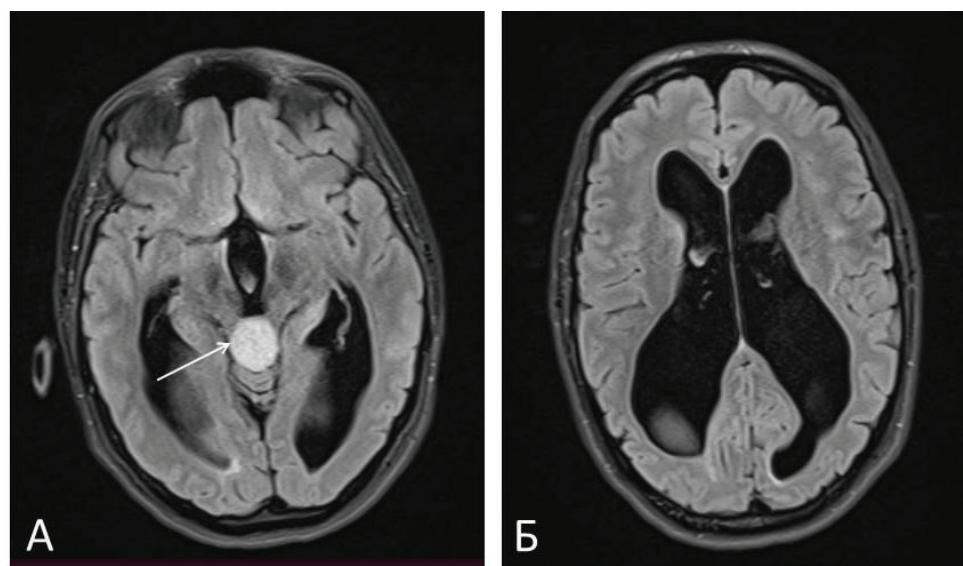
МРТ головного мозга в 2018 г. (аксиальные проекции): *а* – опухоль задних отделов третьего желудочка (белая стрелка); *б* – расширенная желудочковая система – окклюзионная тривентрикулярная гидроцефалия
